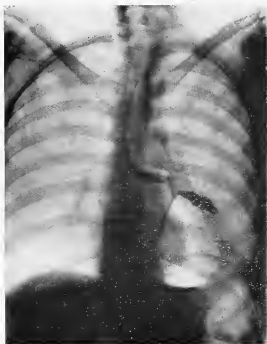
(Obs. II). — Radiographie un mois et demi après l'opération. La bouche anastomotique est rétrécie.
